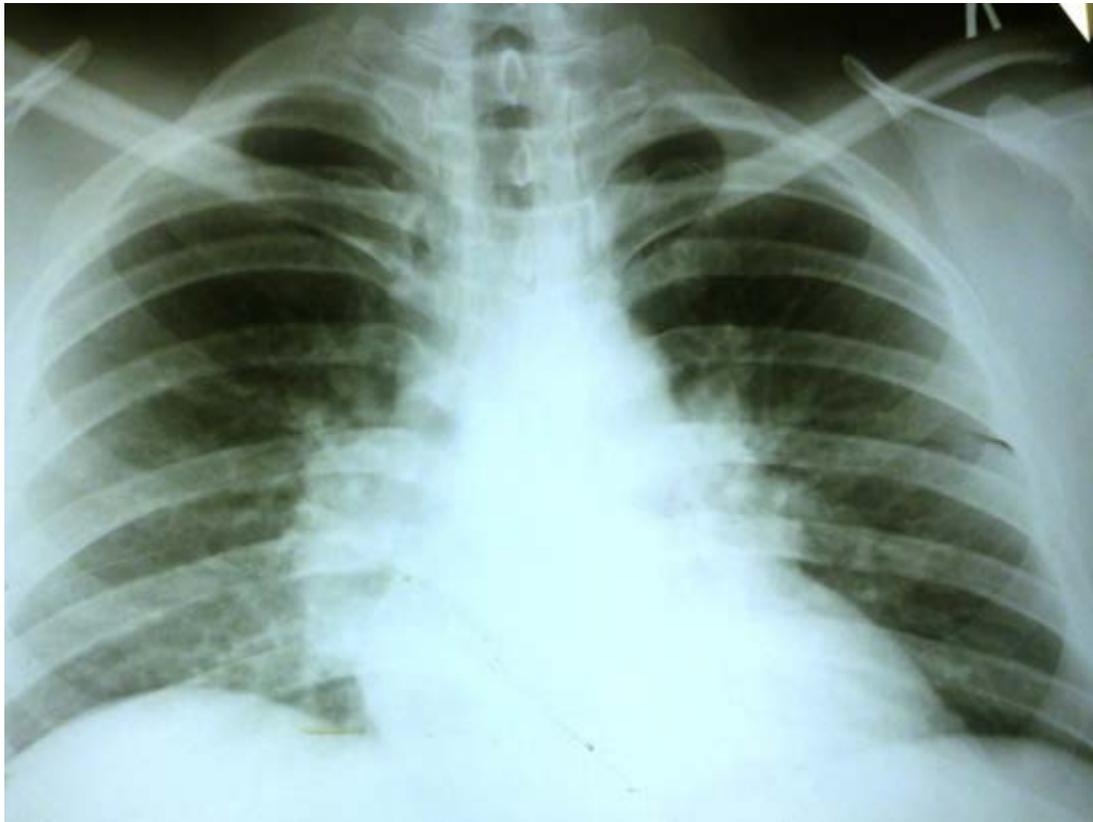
Рентгенограмма органов грудной клетки: саркоидоз II Б стадия
